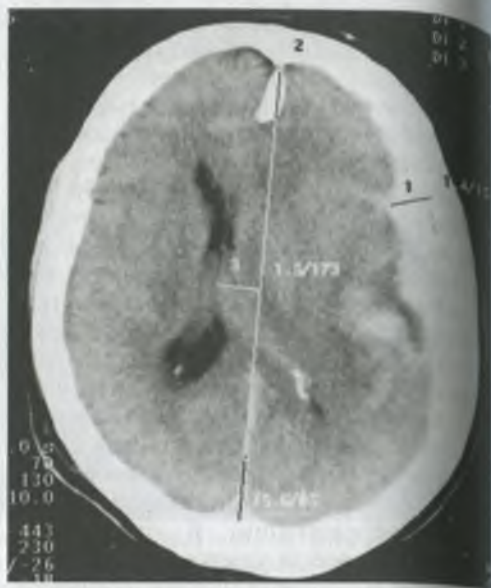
Компьютерная томограмма больного с острой субдуральной гематомой: серповидная гиперденсная тень над левым полушарием с выраженной боковой дислокацией срединных структур до 15 мм.
